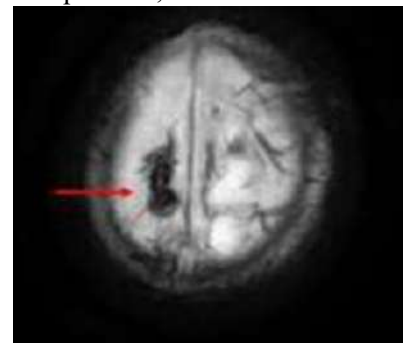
L'IRM confirme la rupture de veines ponts en montrant une image dite « en têtard » (flèche à la convexité)(27)
